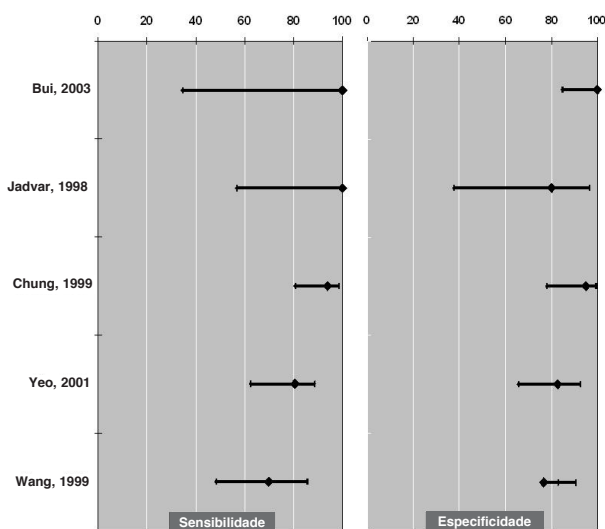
FDG-PET em pacientes com cintigrafia com <sup>131</sup>I negativa e marcadores séricos elevados.
